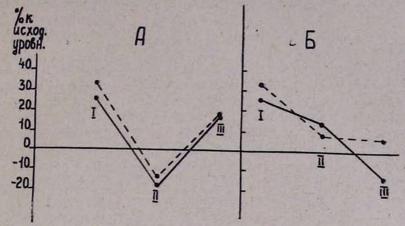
Влияние ПГЕ<sub>1</sub> (10 мкг/кг, внутрикаротидно) на прессорные эффекты вазопрессина (5 ЕД/кг, внутрикаротидно). Обозначения: А—опыты с ПГЕ<sub>1</sub> в растворе этанола, Б—опыты с ПГЕ<sub>1</sub> в растворе без этанола, ●···●—артериальное давление, ○— перфузионное давление, І—первоначальный эффект вазопрессина, ІІ—эффект ПГЕ<sub>1</sub>, ІІІ—эффект второго введения вазопрессина.
